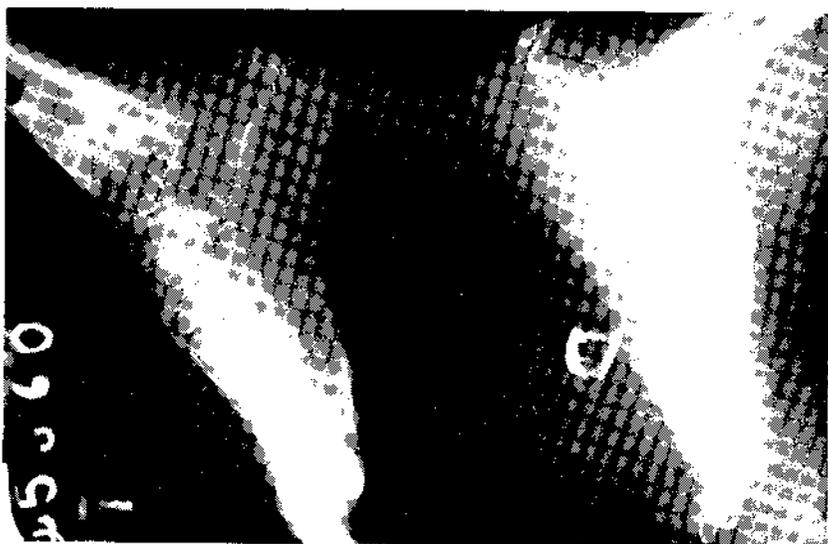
Caso N° 1. Radiografías de los pies pudiendo notarse la continuación trabecular entre las metáfisis tibiales y el astrágalo en su parte anterior, más notable en el derecho.
